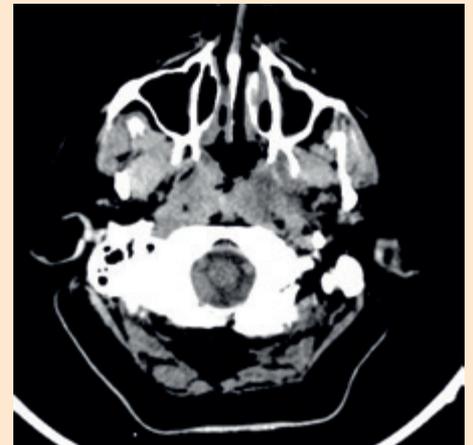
TAC con lesión en la pared posterior rinofaringe lateral izquierda.
